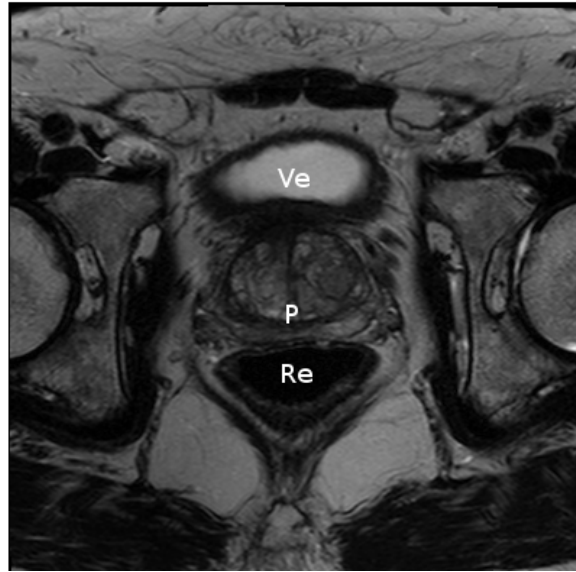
IRM prostatique en coupe axiale. P : prostate, Re : rectum, Ve : vessie.
